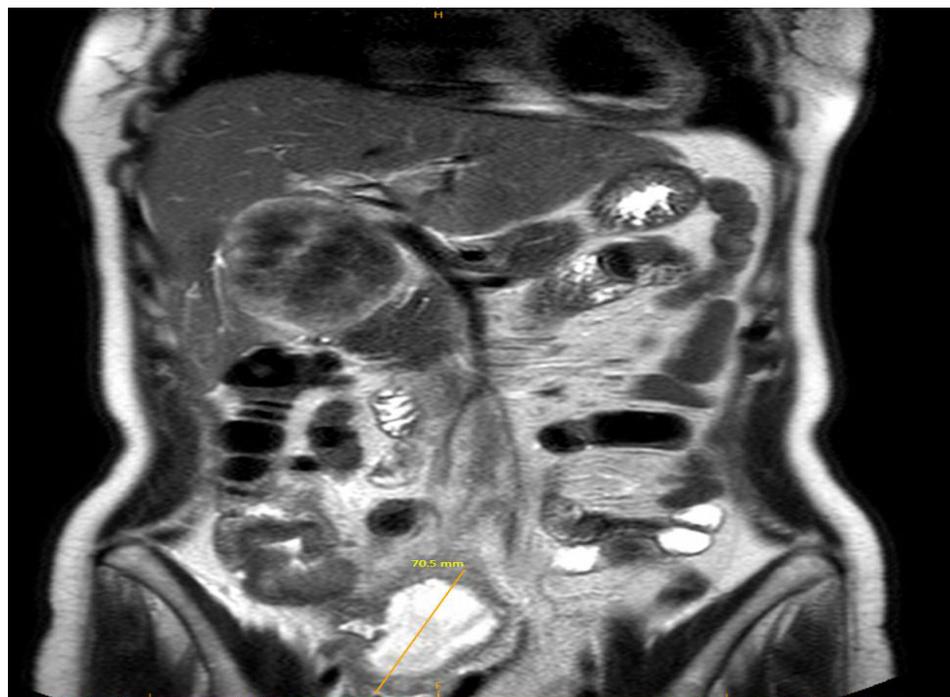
МРТ органов брюшной полости с контрастированием после 1-го курса химиотерапии: осложненный характер первичной опухоли с наличием паратуморального абсцесса размерами 51x46 мм с толстой неравномерной капсулой до 2-3 мм
